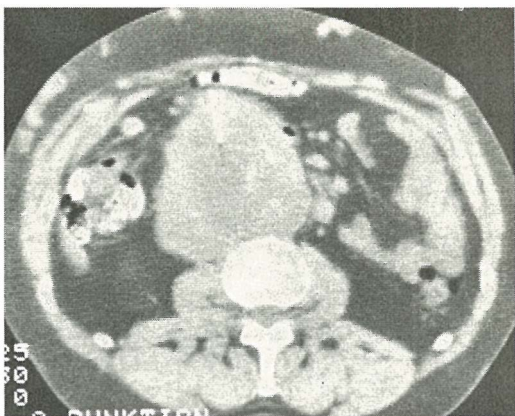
CT-gezielte Biopsie.. Großes Lymphknotenkonglomerat lumbal mit Einbeziehung von Aorta und V. cava bei vor 8 Jahren operiertem Teratom. Zytologie: Amorphes nekroseartiges Material. Kein Anhalt für Malignomzellen. Offenbar nekrobiotische Umwandlung von Metastasen
